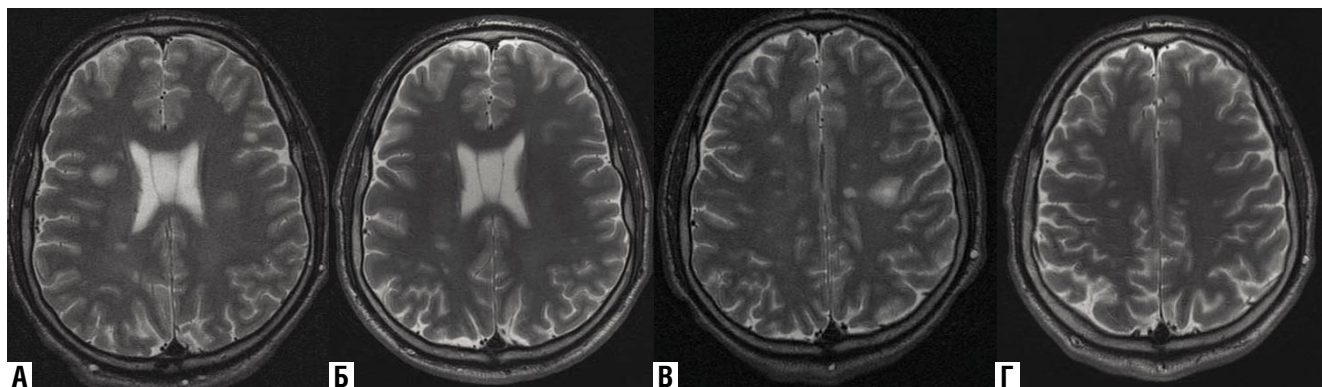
МРТ в Т2 ВИ (аксиальные срезы) больной X, выполненные до (А, В) и после (Б, Г) лечения
